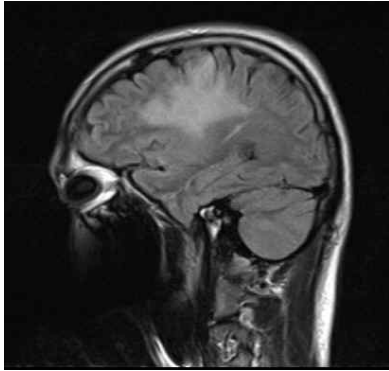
B-MRI T2 flair (2015.09.22).
